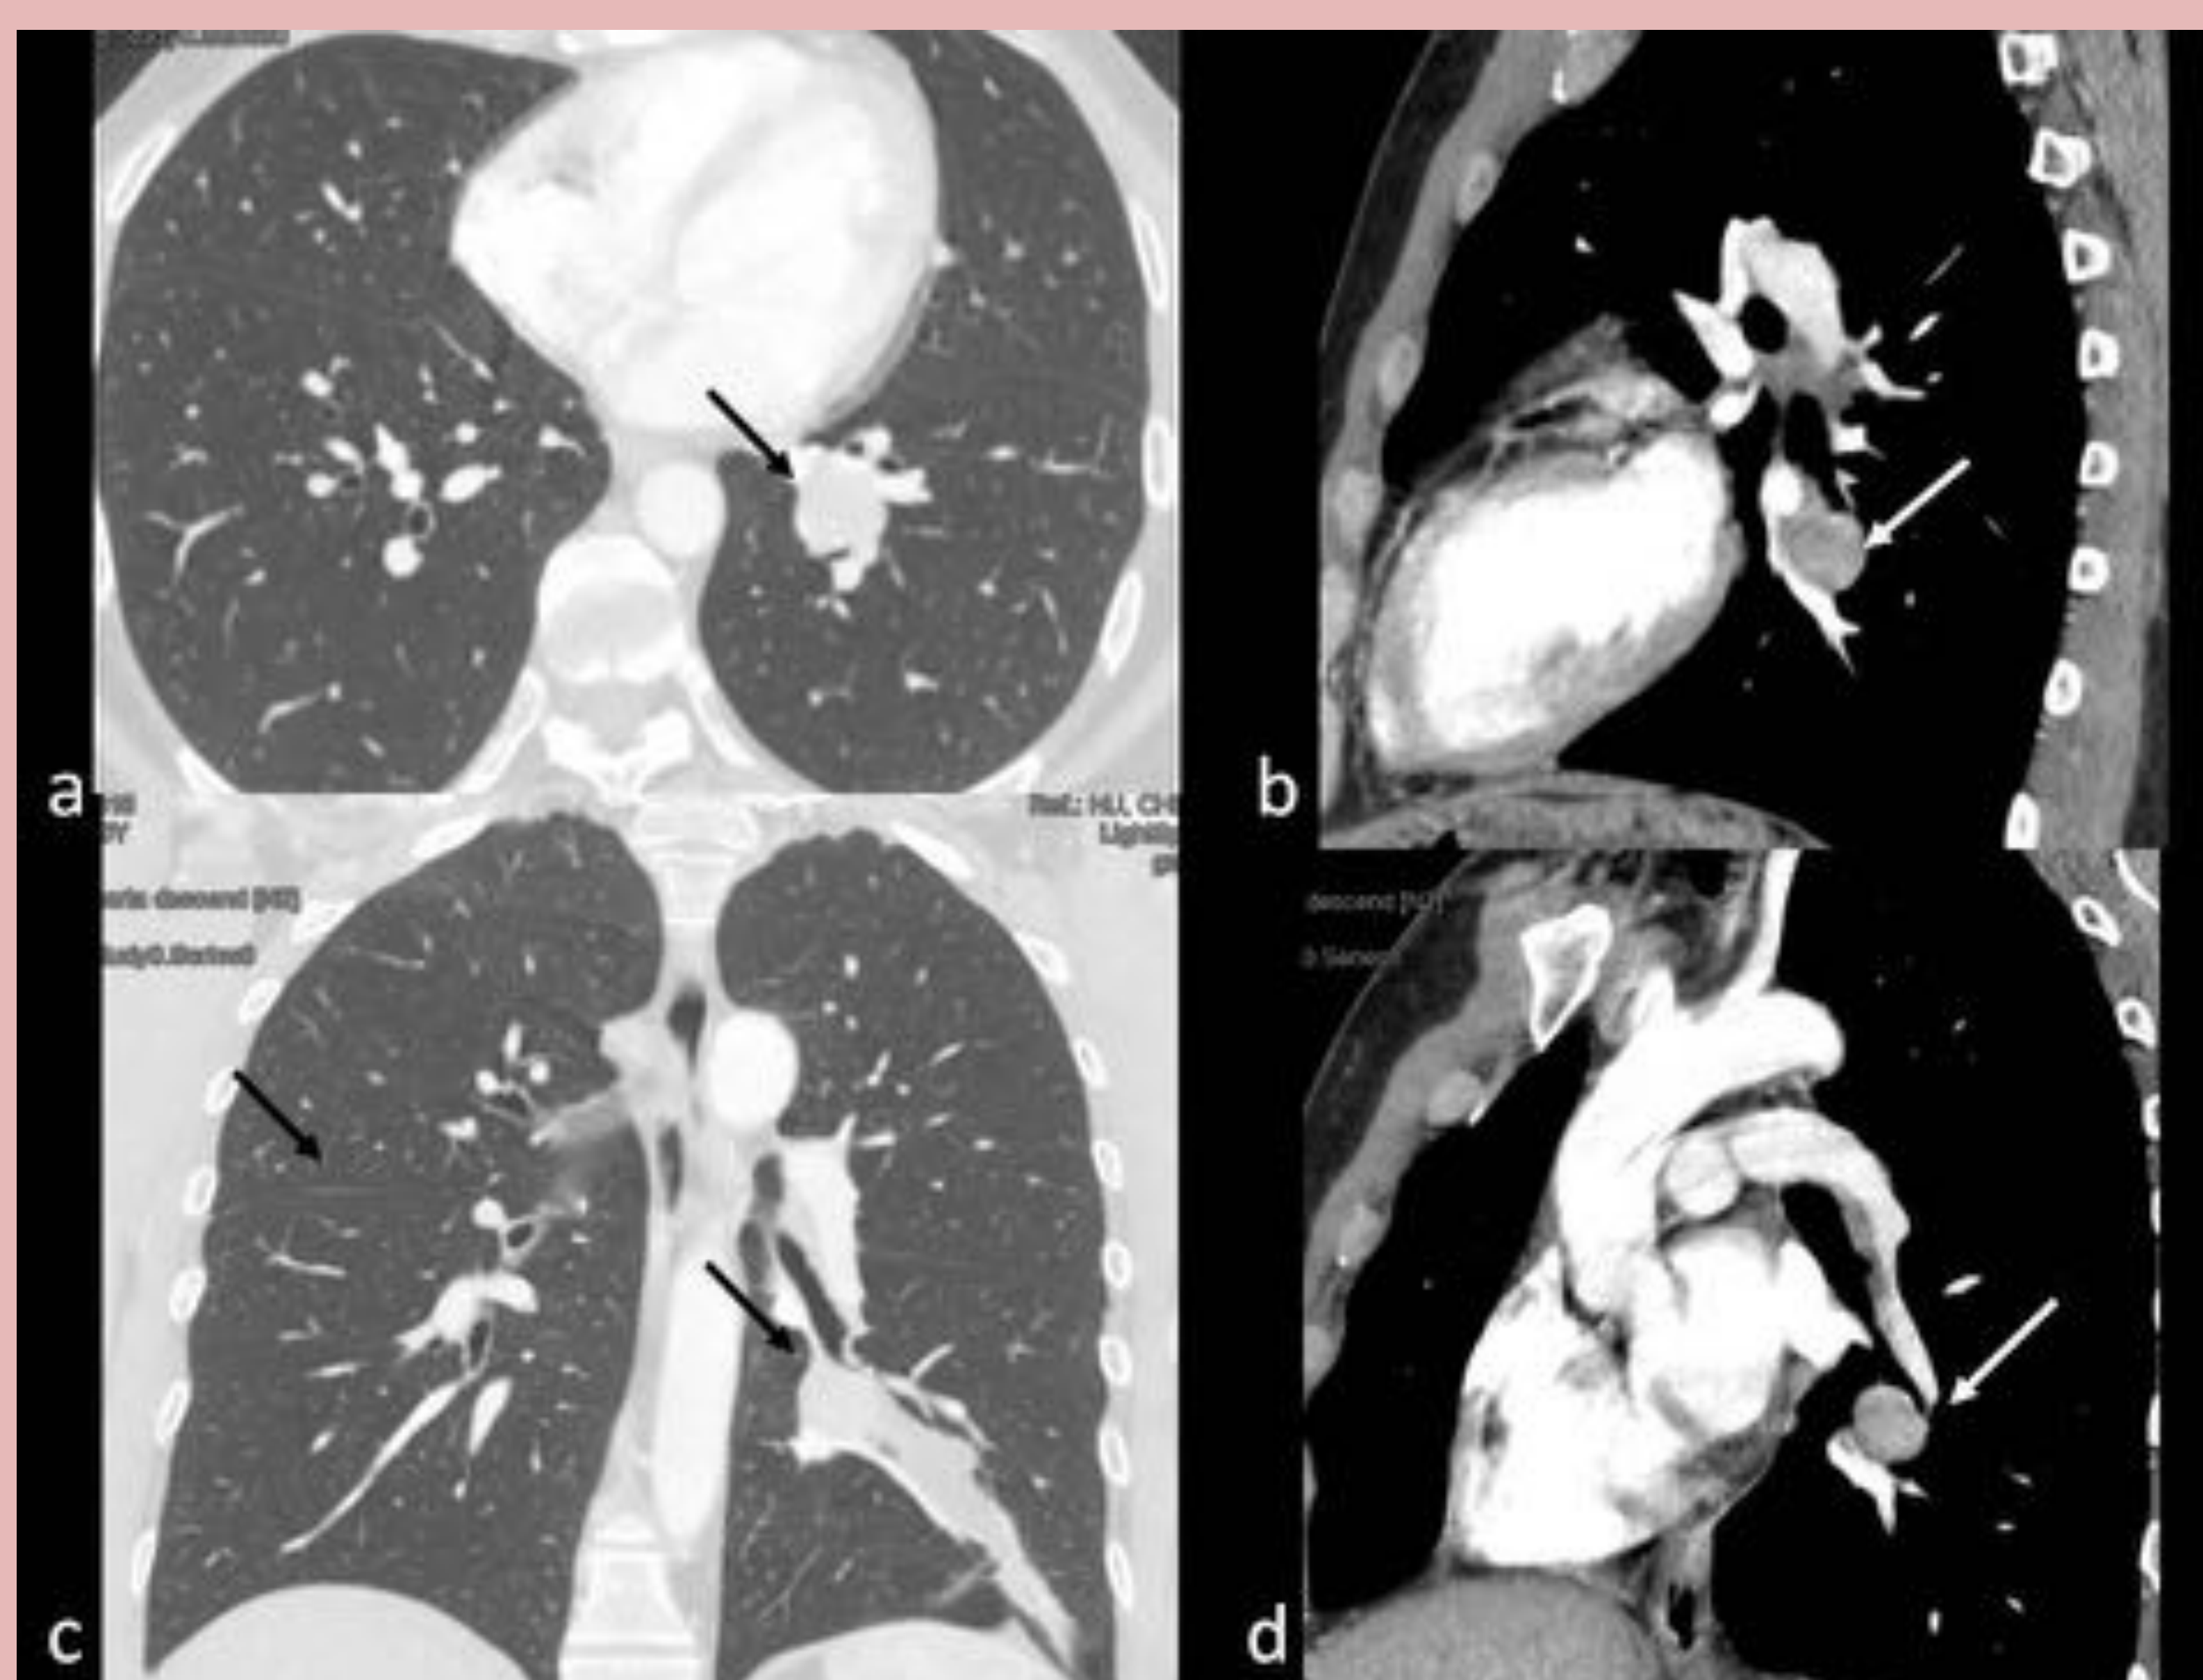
Imágenes axial (a) y coronal (b) de TC con contraste iv en ventana pulmón y sagital (c) y oblicua (d) en ventana mediastino. Nódulo en LII (flecha) que corresponde con el visualizado en la radiografía, en el interior de la bifurcación de los bronquios segmentarios lateral y posterior de la pirámide basal. Con márgenes bien definidos y realce intenso que provoca una estenosis de la luz de los bronquios basal posterior y basal lateral del LII, estando los bronquios segmentarios y subsegmentarios del segmento basal lateral dilatados y repletos de material hipodenso, en relación con bronquiectasias cilíndricas por obstrucción llenas de moco. Estos hallazgos sugerían la existencia de un tumor carcinoide endobronquial, que fue confirmado en la citología.
